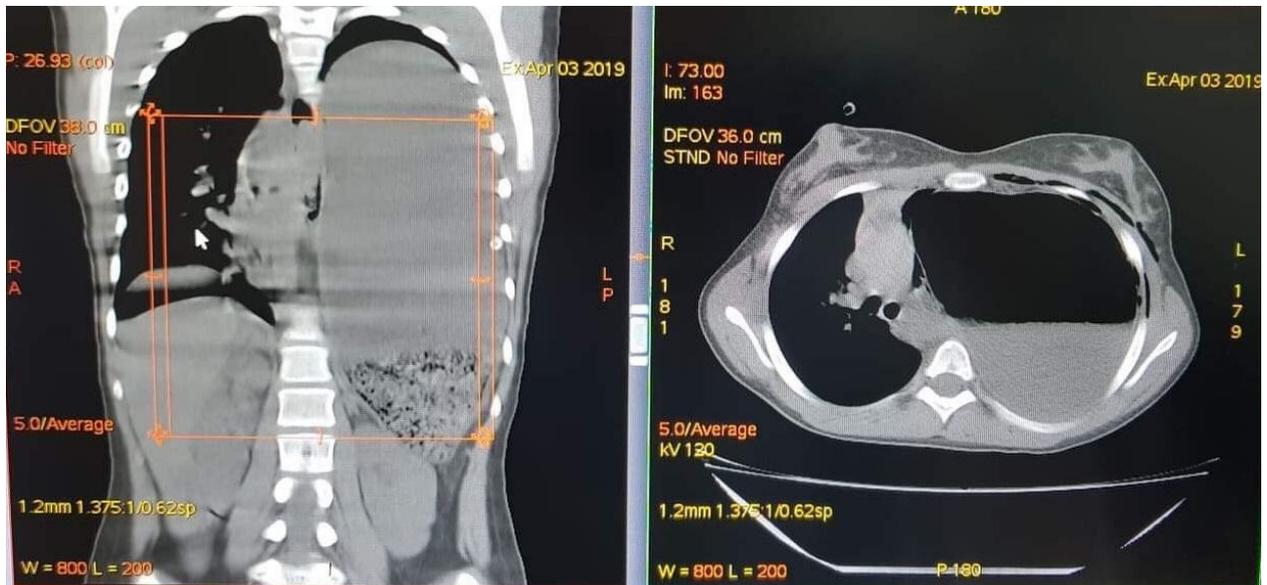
Контрастная КТ органов грудной клетки и брюшной полости. Визуализируется коллабированное левое легкое, желудок резко расширен, смещен в грудную полость, в просвете – жидкость с горизонтальным уровнем.
